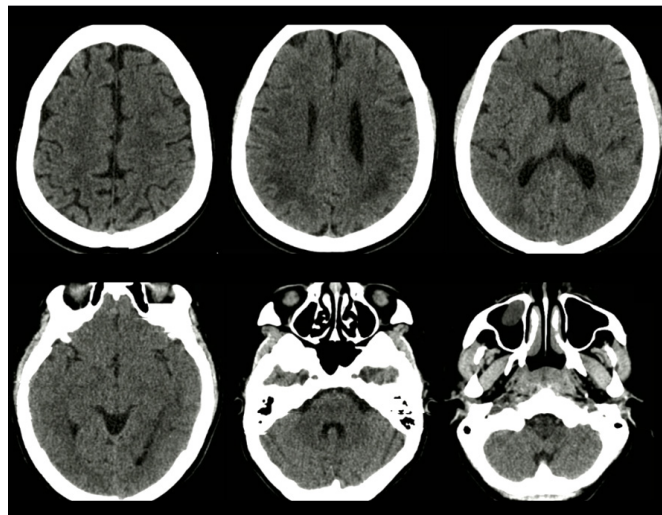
CT brain with contrast showed rather symmetrical patchy confluent hypodense at bilateral fronto-parieto-occipital regions. (ปกหน้า)
